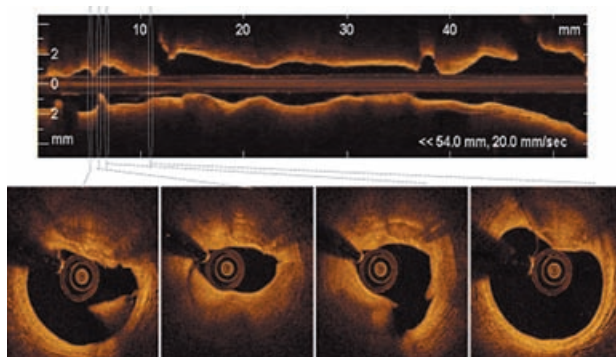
Paziente con sindrome coronarica acuta con instabilizzazione di placca nella porzione mediostale del ramo interventricolare anteriore. Lo studio tomografico a coerenza ottica dimostra la presenza di placche a cappuccio sottile, con segni di fissurazione e di deposizione trombotica che hanno caratterizzato distalmente l'instabilità di questo paziente ma al contempo la presenza di placche vulnerabili anche in sede più prossimale.
